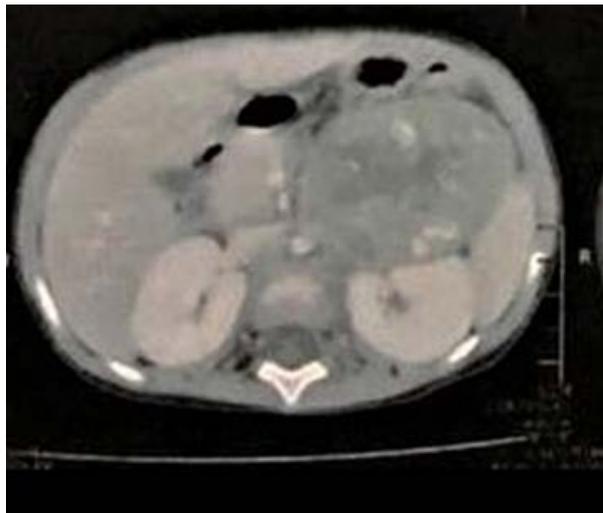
Tomografia computadorizada abdominal. Massa expansiva no espaço pararenal anterior esquerdo
